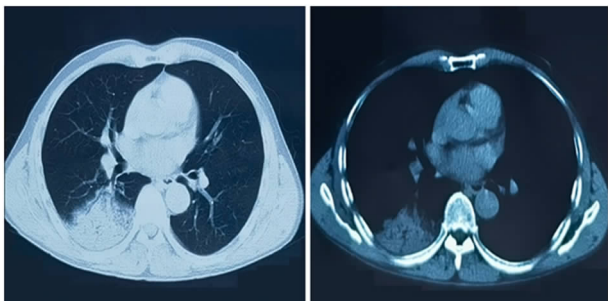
胸部 CT(2021 年 8 月 23 日)
